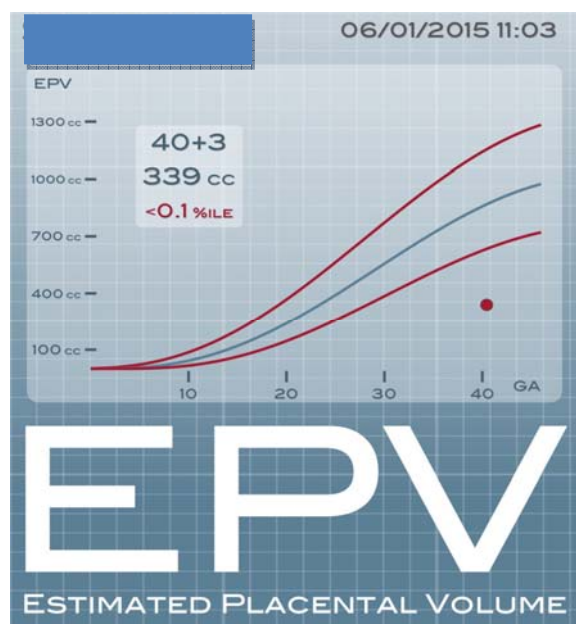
Técnica de aferição do volume placentário na ecografia
